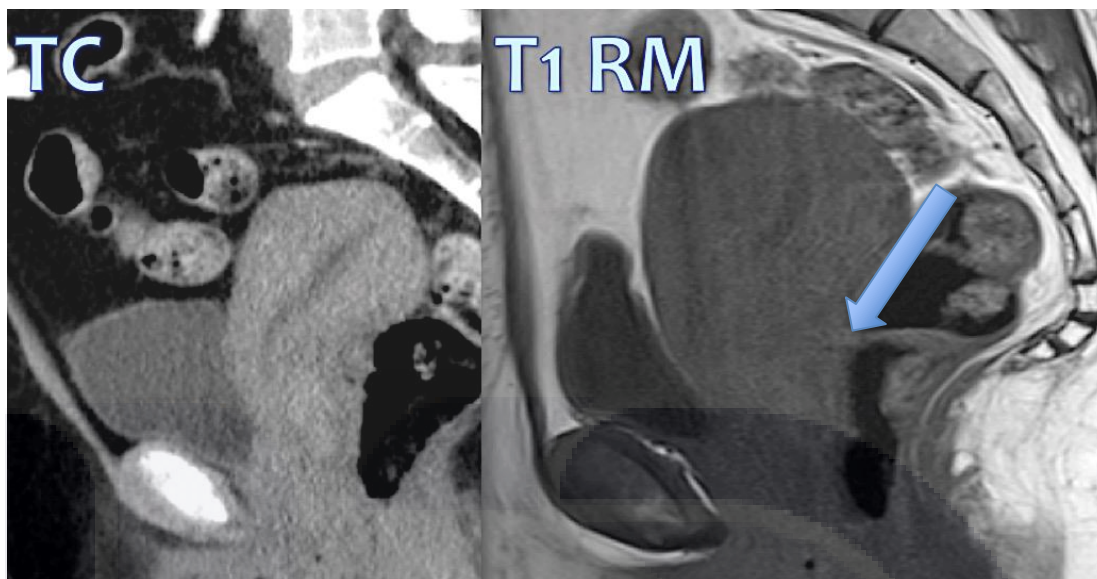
Comparación entre TC y RM T1.
